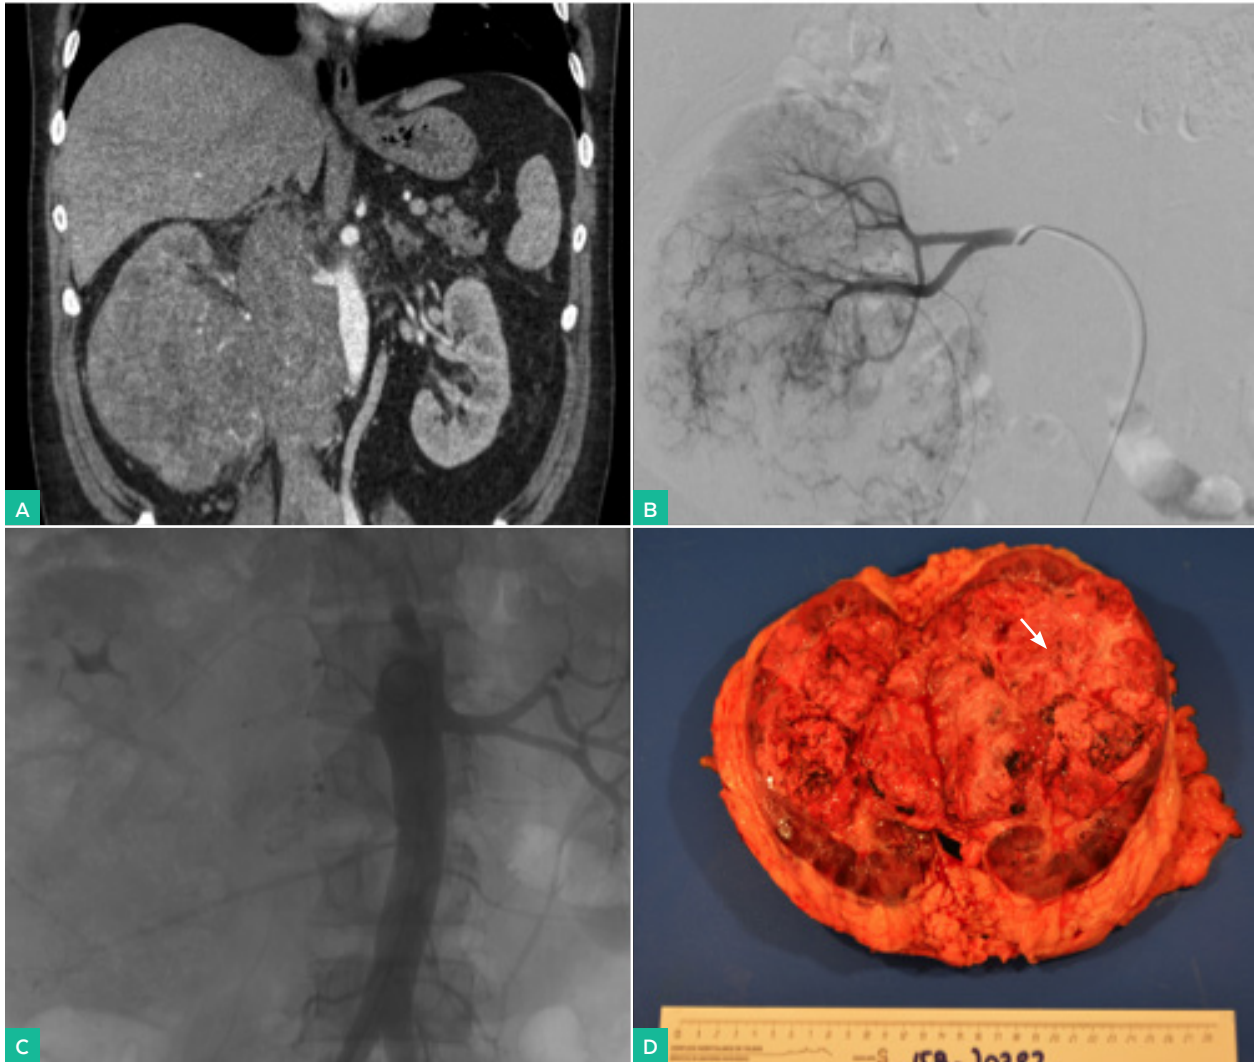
Varón de 52 años con carcinoma papilar renal de alto grado, con invasión de la vena renal. A. Afectación de los ganglios linfáticos que se evidencian en el TC como adenopatías. B-C. Hematuria persistente. Embolización prequirúrgica y nefrectomía posterior “con mínimo sangrado”. D. La pieza quirúrgica muestra la masa renal con zonas de hipervascularización y áreas de infarto (flecha blanca)
